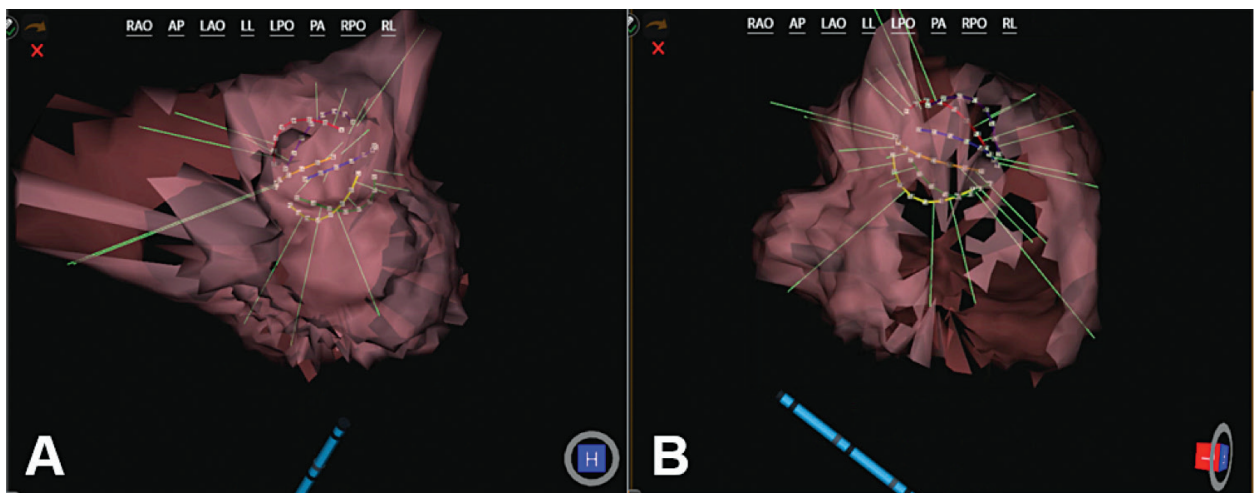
Figura E-1. Panel A. Los vectores de ultrasonido parecen aproximarse a la superficie de la cavidad. Panel B. Girar la cavidad (L) verifica que los vectores de ultrasonido se aproximen a la superficie de la cavidad.
